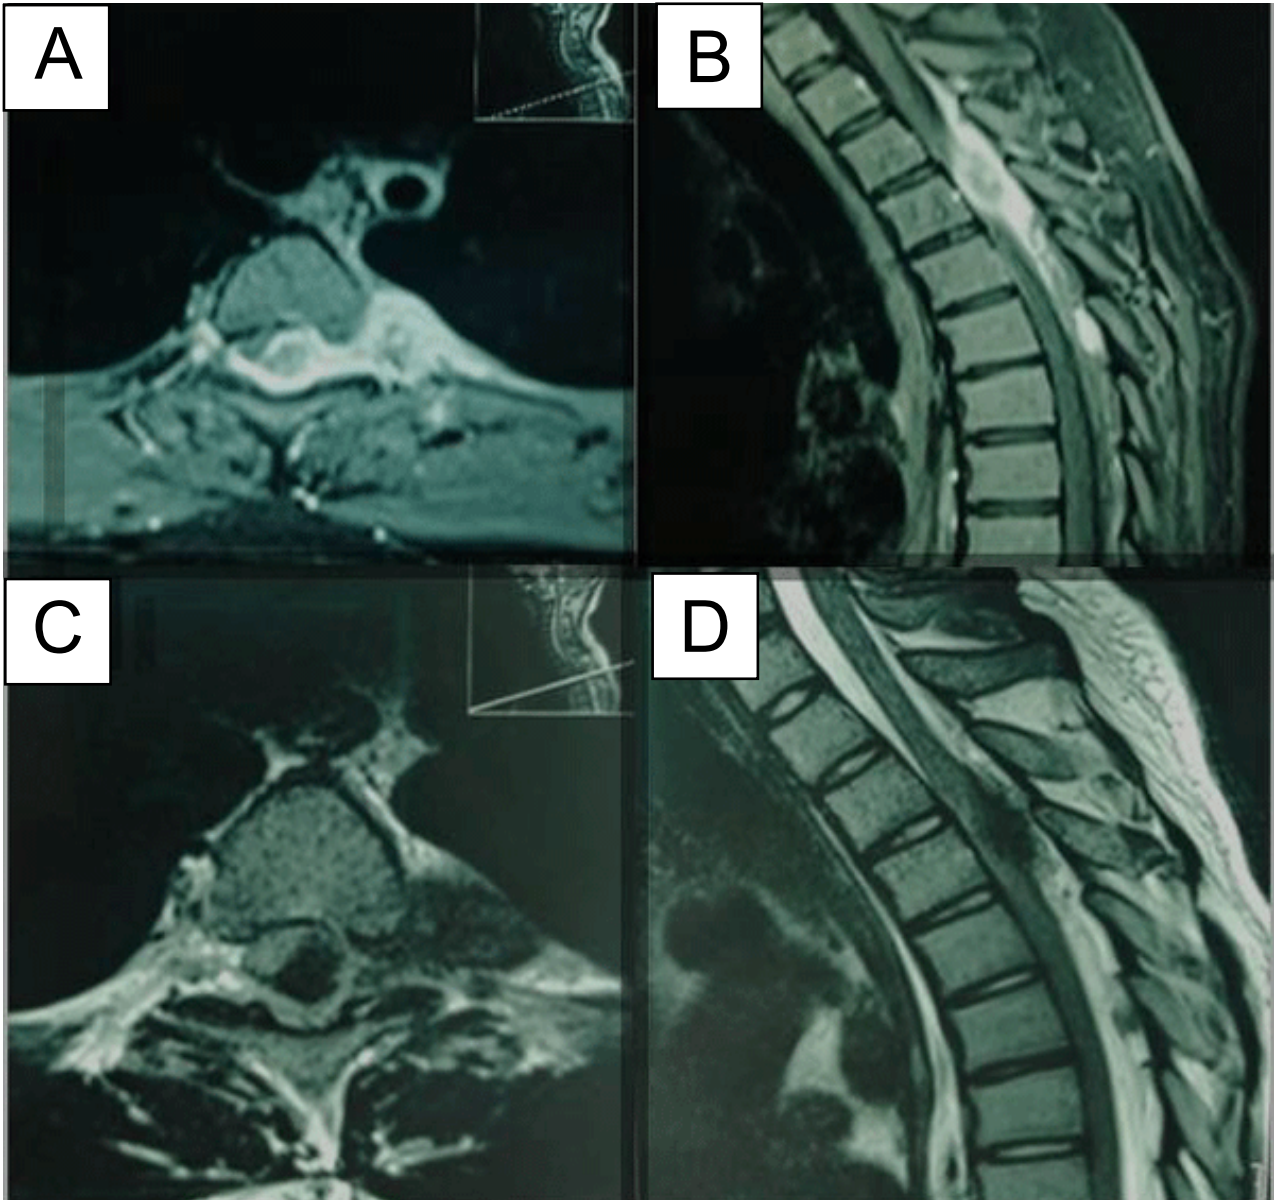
RM de columna dorsal. A y B) Con contraste. Evidencia lesión hipercaptadora homogénea que se extiende desde D2 – D6 con efecto de compresión medular extradural, principalmente a nivel de D3, con extensión a región paravertebral izquierda. C y D) En T2 se evidencia lesión hipointensa con efecto de compresión sobre médula espinal con extensión paravertebral izquierda hasta pleura parietal torácica.
